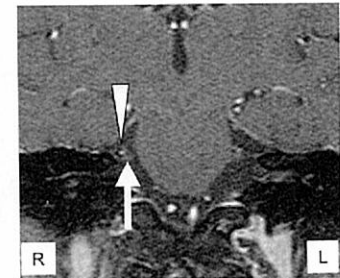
MRI 冠状断像。三叉神経（矢印）を下方に圧迫する上小脳動脈（矢頭）が認められる。
